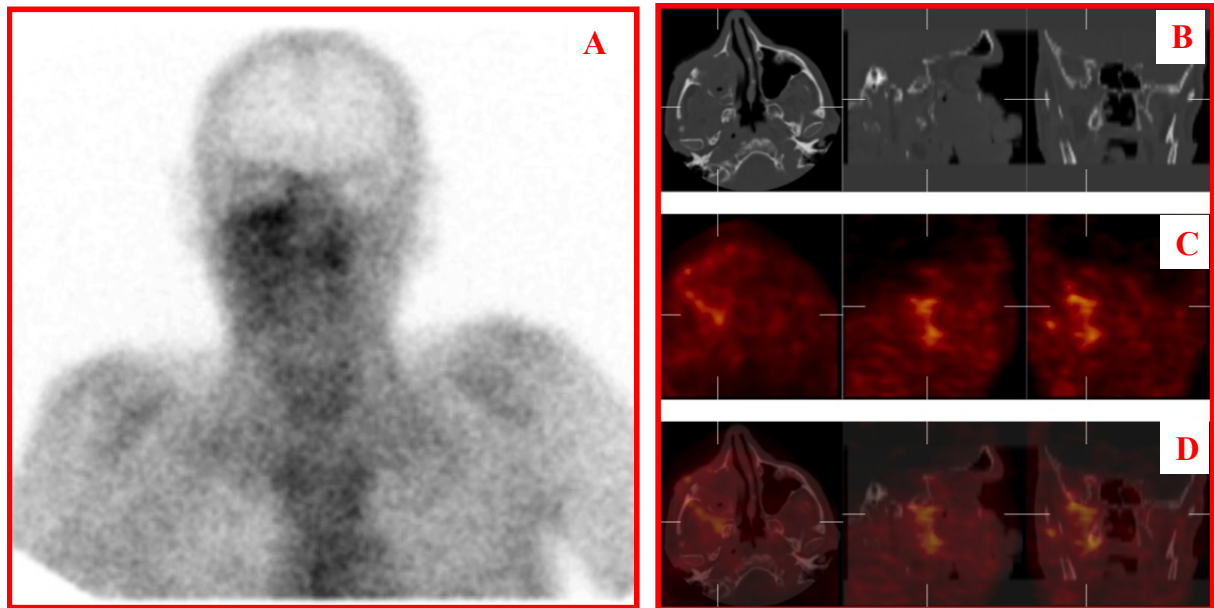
Paciente de 67 años, sexo masculino, posoperatorio de cirugía del surco nasogeniano derecho. Imagen estática en proyección AP de cabeza y tórax con ^{99m}Tc -Glucarato (A) donde se evidencia aumento de captación en la proyección del seno maxilar derecho. Tomografía axial computada (TAC) de cráneo (B) en vistas transversal, sagital y frontal. SPECT de cráneo (C) con ^{99m}Tc -Glucarato como trazador en vistas transversal, sagital y frontal. Fusión de imágenes de la TAC con el SPECT (D) de cráneo donde se observa una hipercaptación a nivel del espacio pterigomaxilar derecho.
